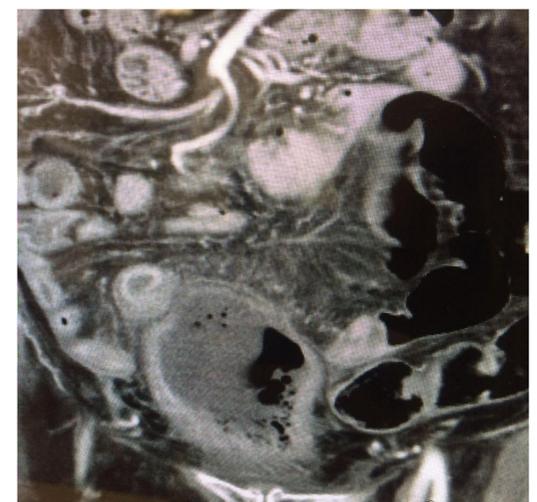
TC (borramento e densificação perivesicais)
